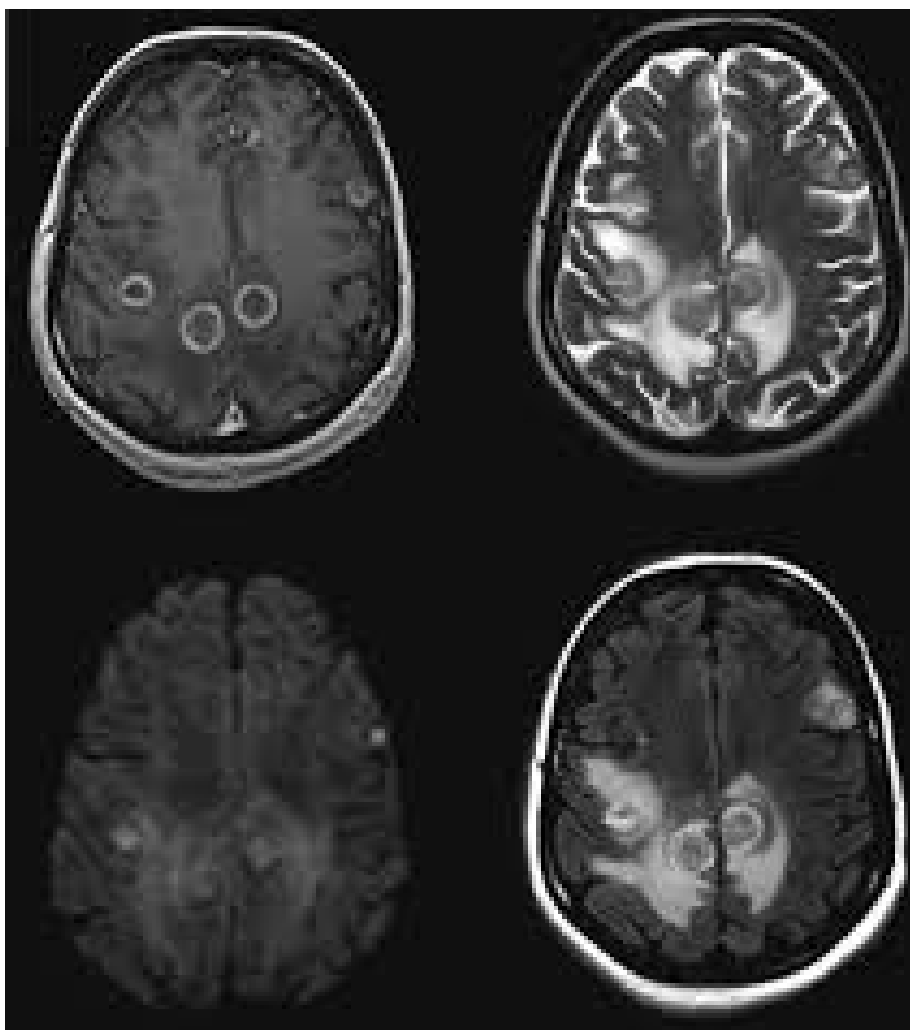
IRM cérébrale montrant des métastases cérébrales.
